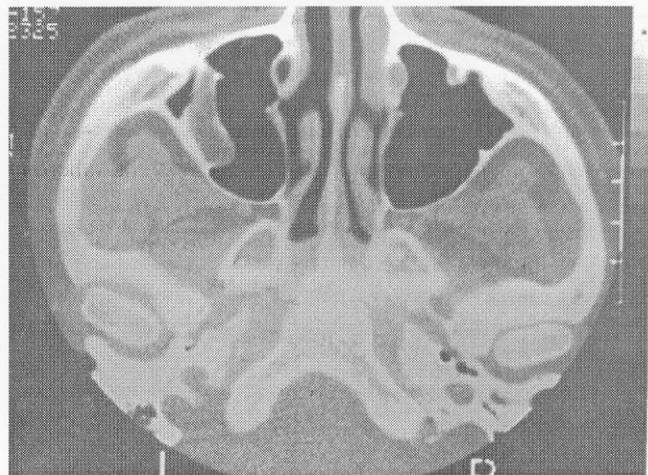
Tomografia em corte axial com massa pediculada herniada para o interior do seio maxilar
